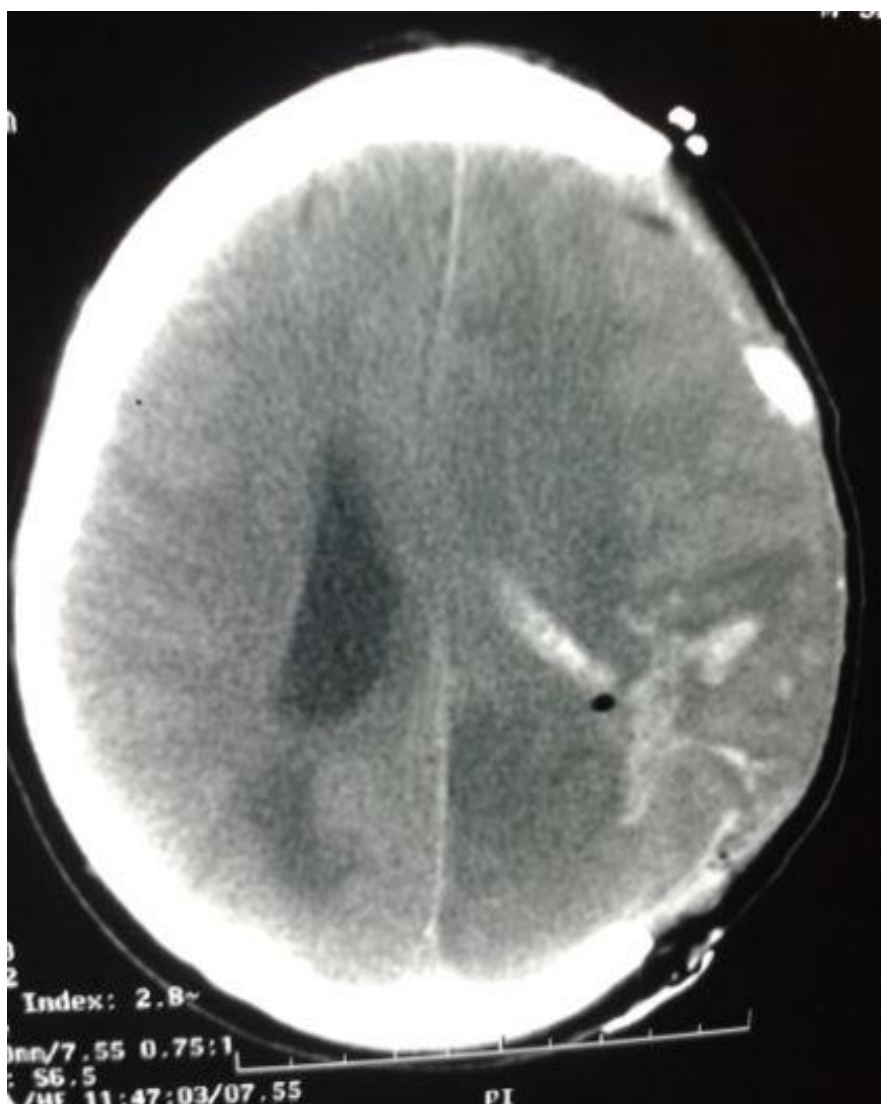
TDM cérébrale de contrôle post opératoire
